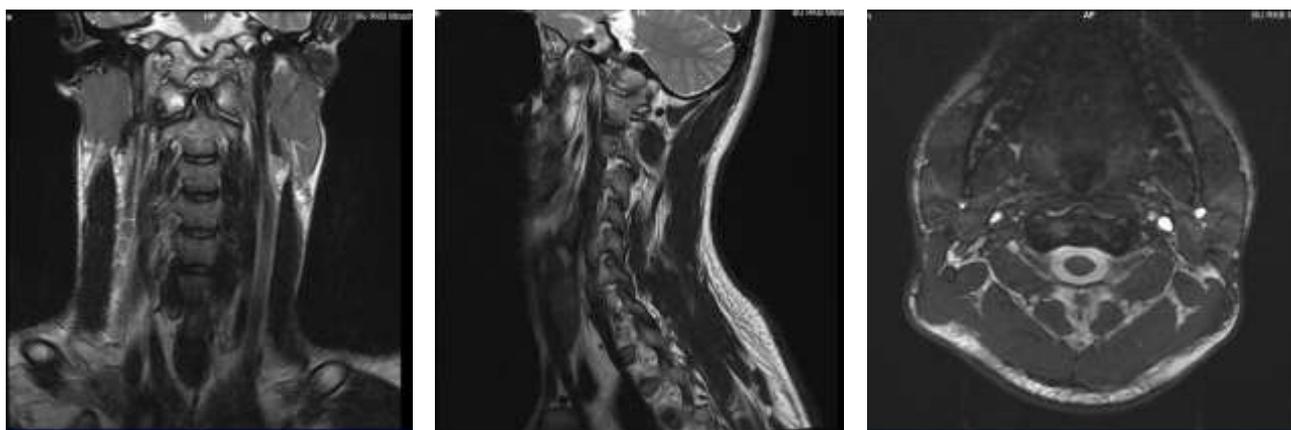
МРТ ШОП. АК (двусторонний симметричный вариант) у больного 2000 г. рождения; клиническая симптоматика дебютировала в виде стойкого выраженного цефалгического синдрома после легкой ЧМТ, полученной в ДТП; положительная динамика отмечена после проведения курсов консервативного лечения
